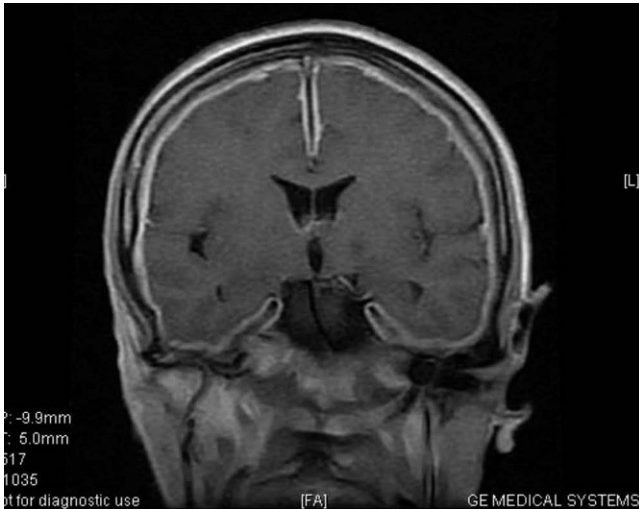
Resonancia magnética de cráneo: engrosamiento meníngeo difuso, que realza de forma importante con la administración de gadolinio.
